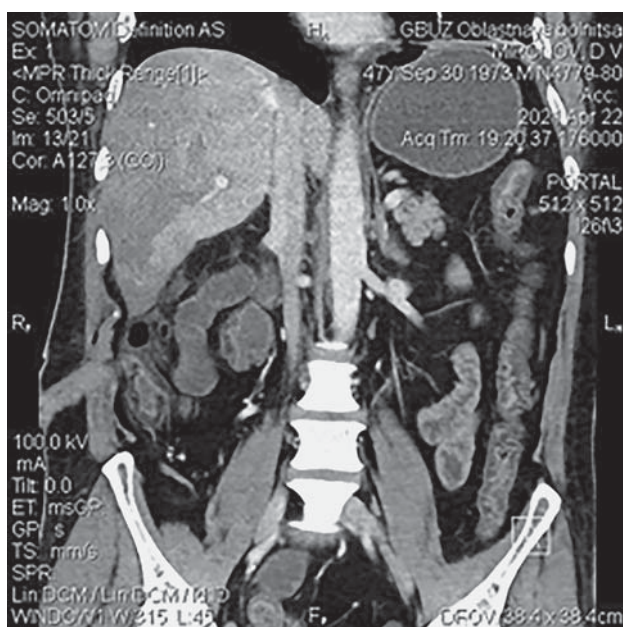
Компьютерная томограмма. Ишемия правой доли печени.
